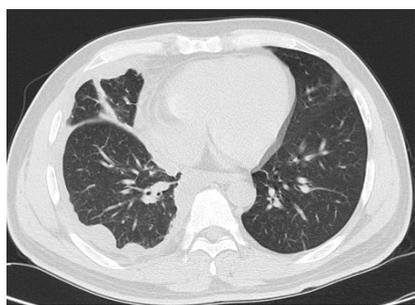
2022年4月18日非结核分枝杆菌1例胸部CT检查像(右侧侧胸膜增厚伴多发胸膜结节,右肺中下叶胸膜下膨胀不全)
